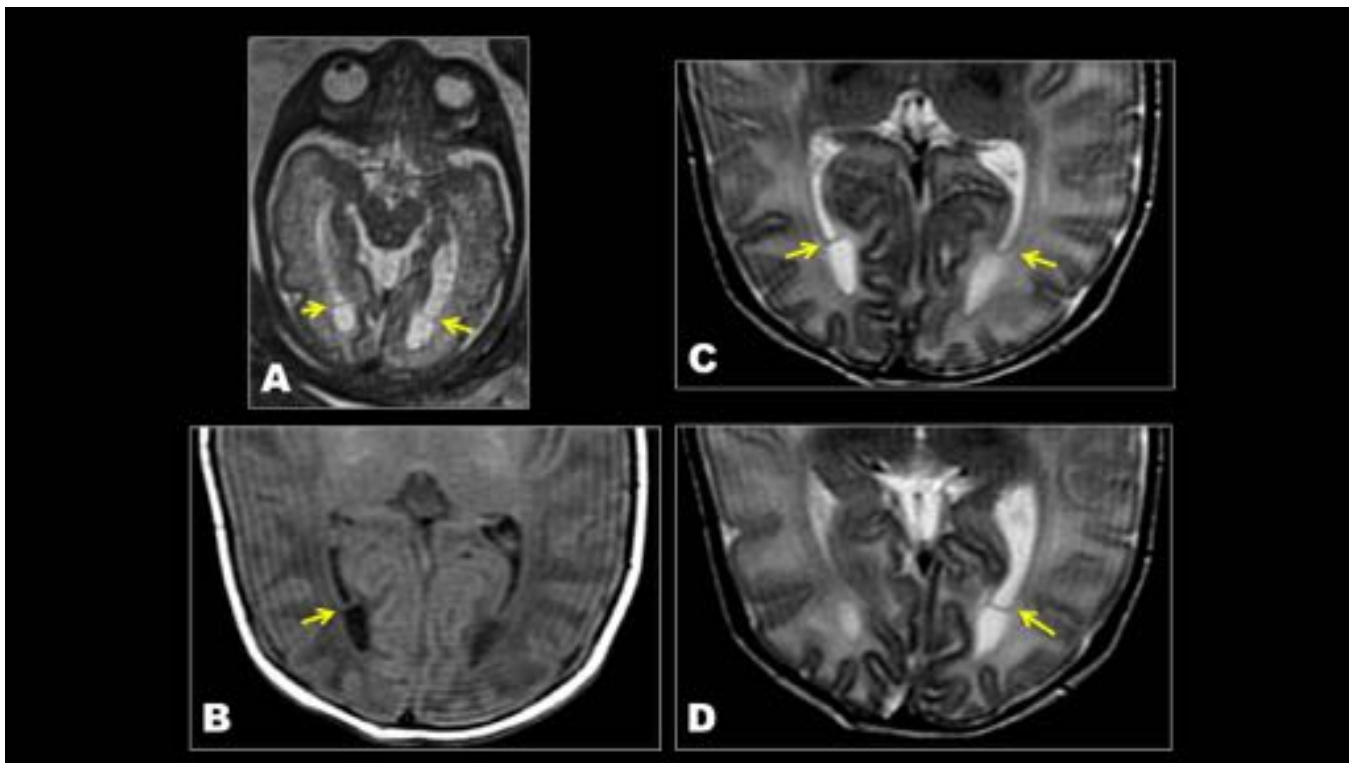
Mismo paciente que Fig. 7. A) HASTE axial a las 34 sEG. Estudio postnatal a los 12 días: B) T1 axial; C), D) T2 axial. La RM neonatal permite visualizar cómo el epéndimo que tapiza el atrio y parte
